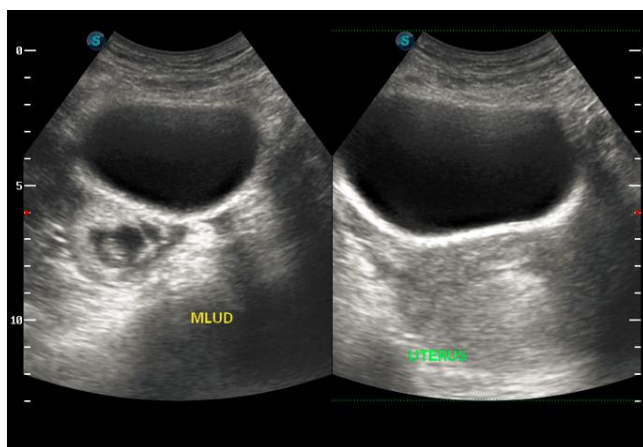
Coupes échographiques montrant une grossesse extra-utérine de 7 SA 5 jours: une masse latéro-utérine droite siège d'un sac gestationnel avec un embryon à l'intérieur (2A) ; un utérus vide (2B)
